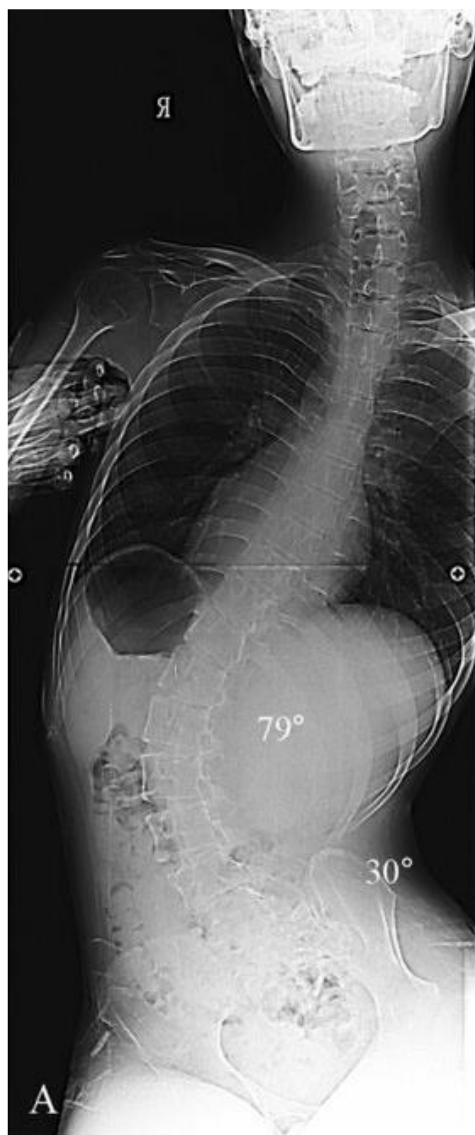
Radiographie du rachis de face montrant une scoliose sévère chez un garçon de 16 ans atteint de DMD (angle de Cobb 79°, obliquité pelvienne 30°)[74]
